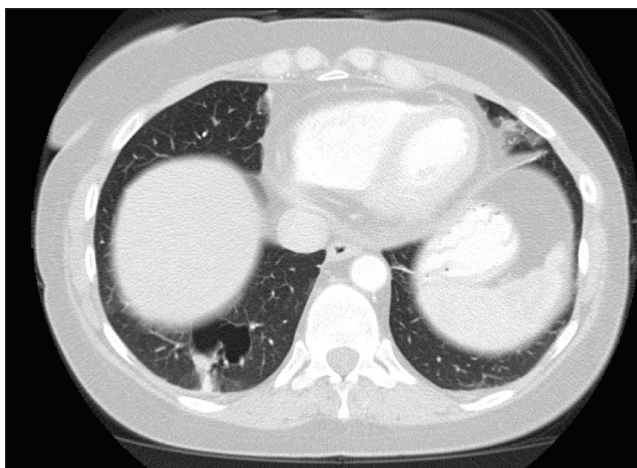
これらの CT 画像のように、病変が小さくて、大きな脈管や嚢胞に近接している場合は、コア針生検より穿刺吸引細胞診生検が適切です。
